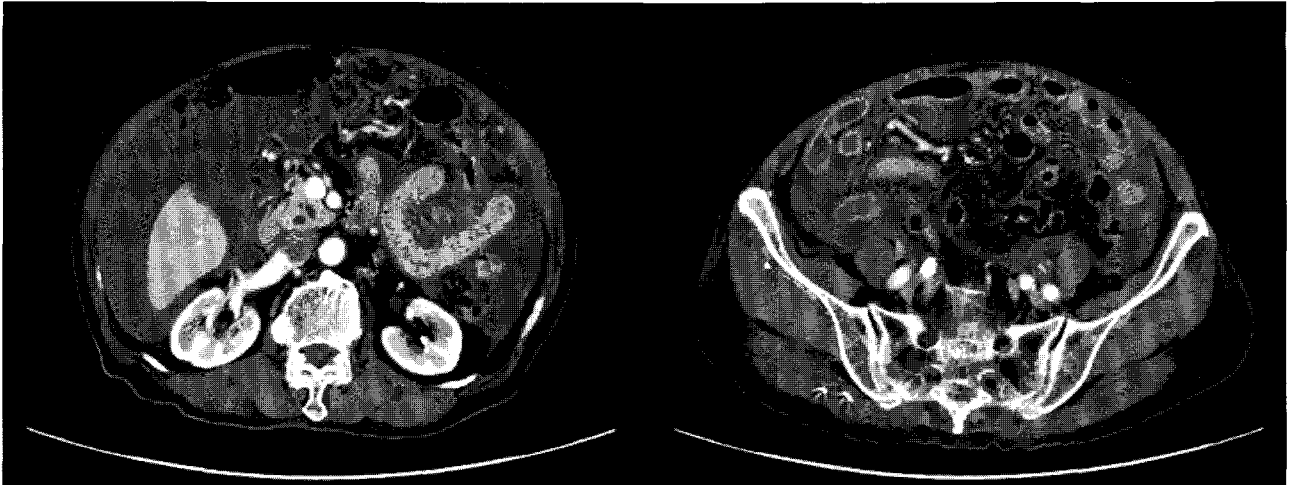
Abdominopelvic enhanced CT shows massive ascites with peritoneal thickening and omental cake.
